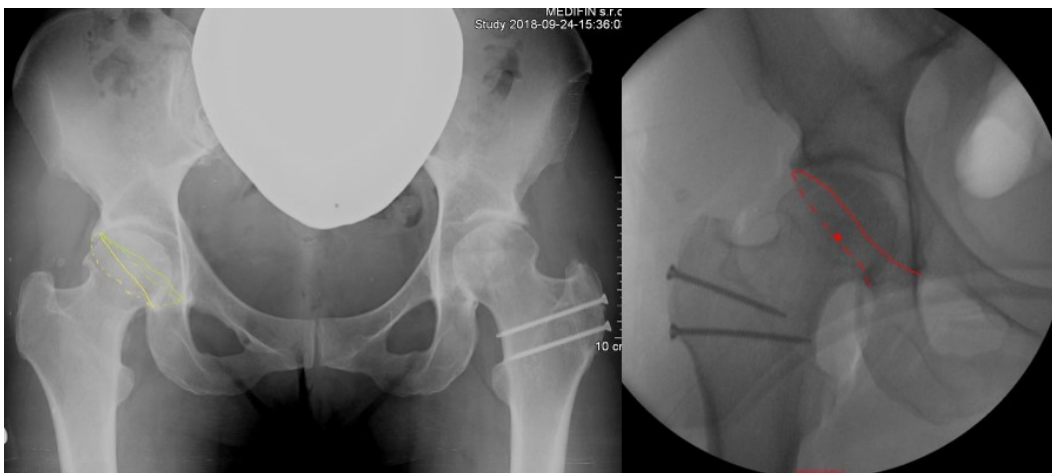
Pacient č. 1 - RTG v AP projekci; (Zdroj: archiv MUDr. Kautznera); vlevo snímek před operací, vpravo po operaci
